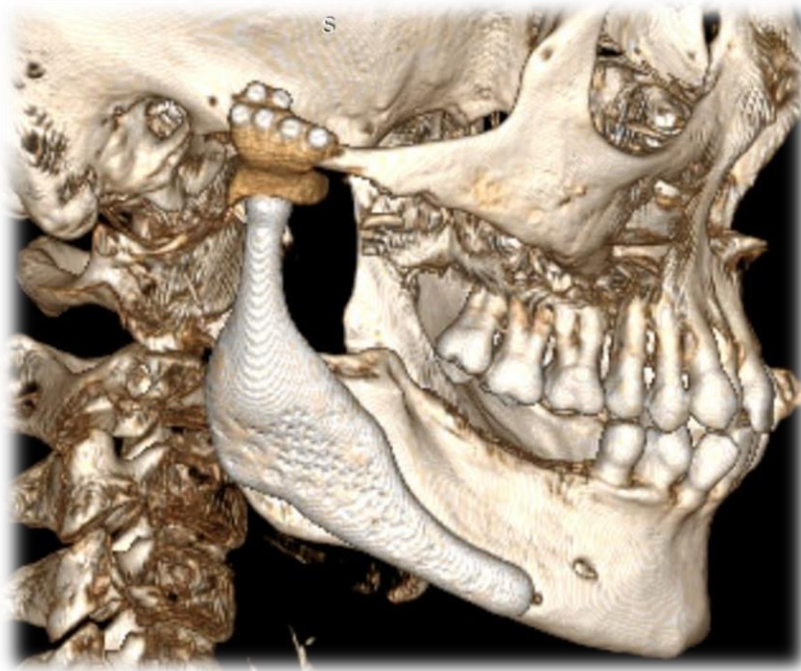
Післяопераційне КТ пацієнтки із встановленим двокомпонентним пацієнтспецифічним ендопротезом
